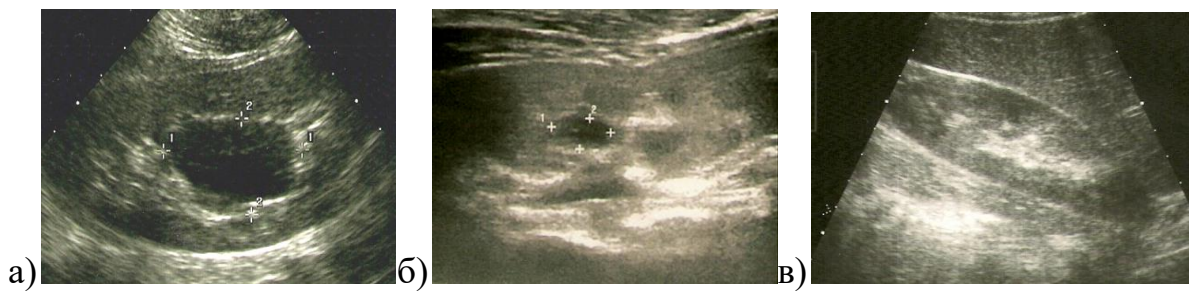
УЗИ – почки. а) киста правой почки до пункционного лечения; б) остаточная полость через 3 месяца, размерами 3х6 мм, в) результат пункционного лечения кисты почки через 6 месяцев (отсутствие визуализации кистозного образования).
